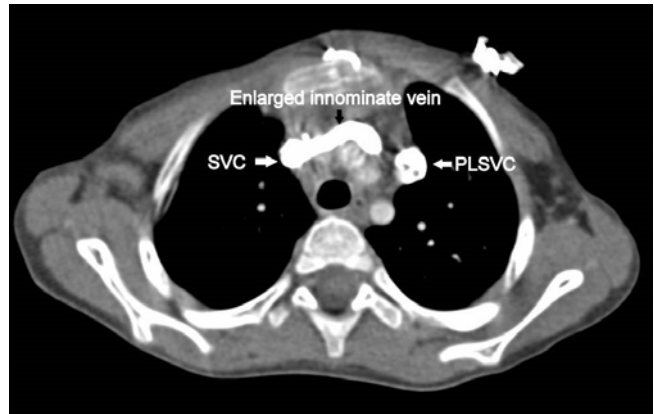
Postoperative CT image of right innominate vein draining to right atrium via persistent left superior vena cava.
